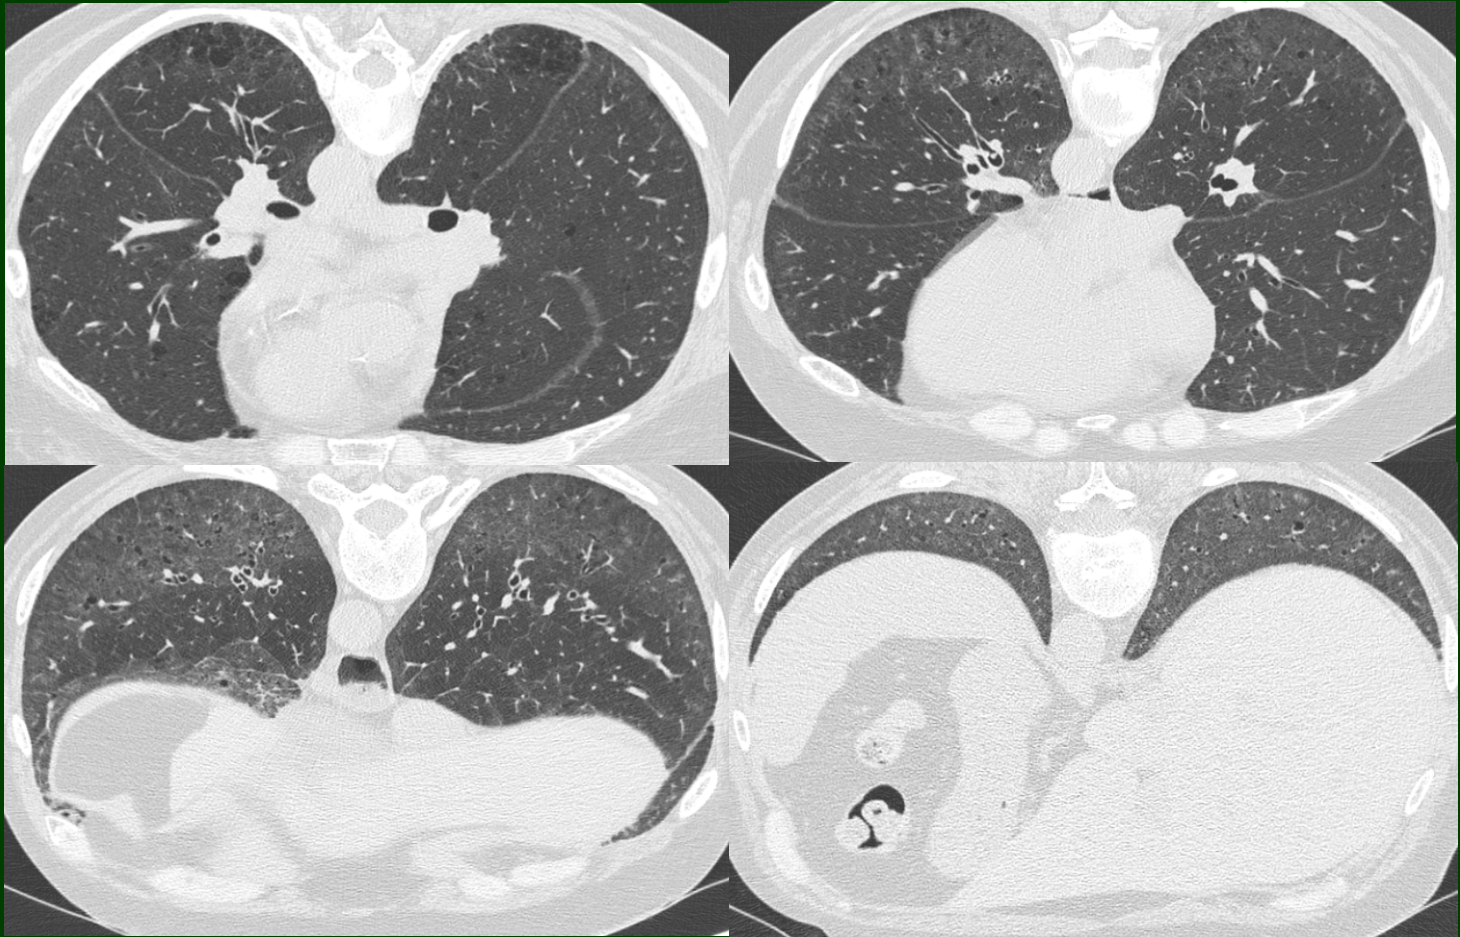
Tomografía Axial Computada de Tórax en inspiración máxima (ventana Pulmonar) en decúbito prono de la misma paciente. Se observa la persistencia de los hallazgos en los cortes realizados en decúbito prono.
